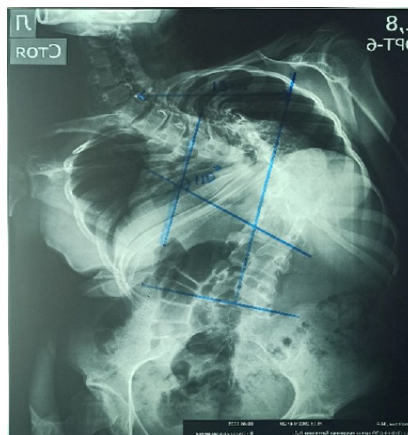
X-ray in the frontal projection
